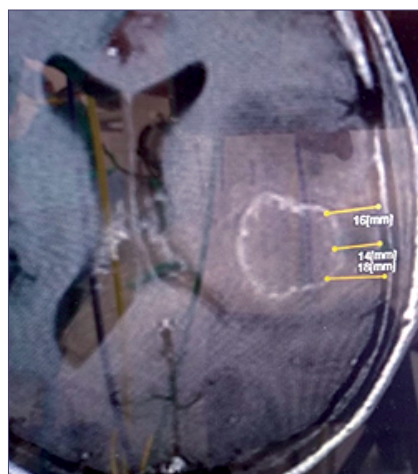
Resonancia magnética cerebral que muestra tumor de apariencia anular temporal izquierdo.
